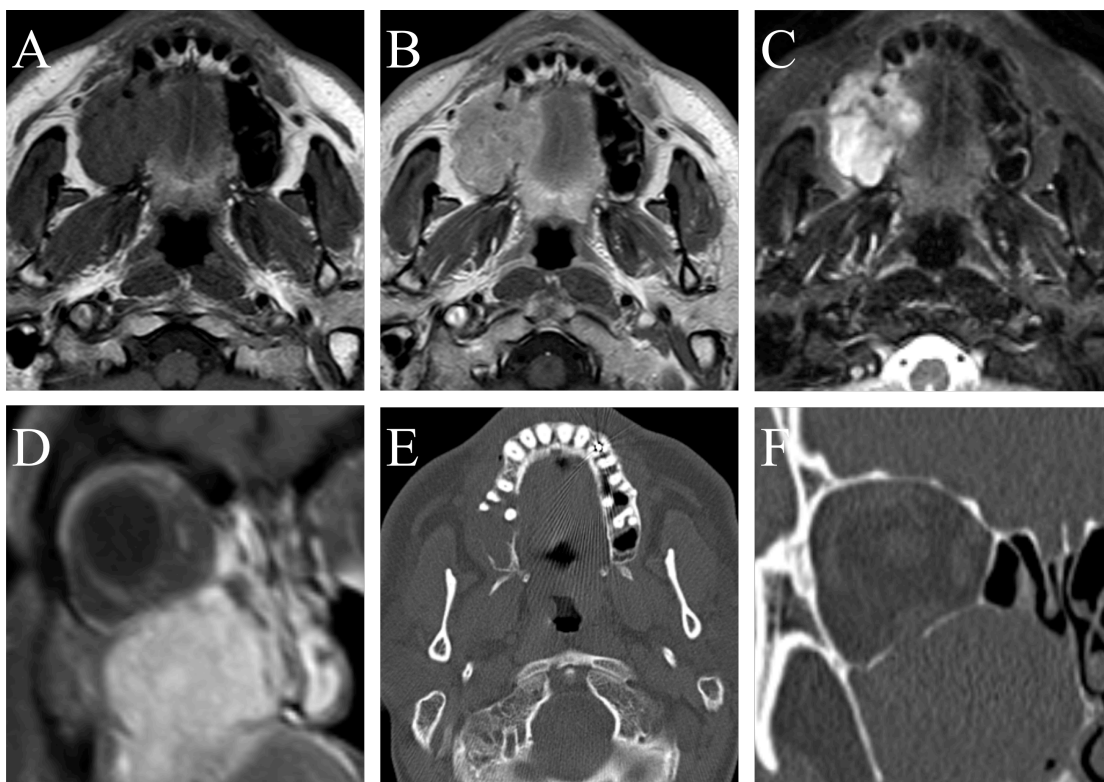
Mukoepidermoidkarzinom der Kieferhöhle in MRT (A-D) und CT (E+F)
